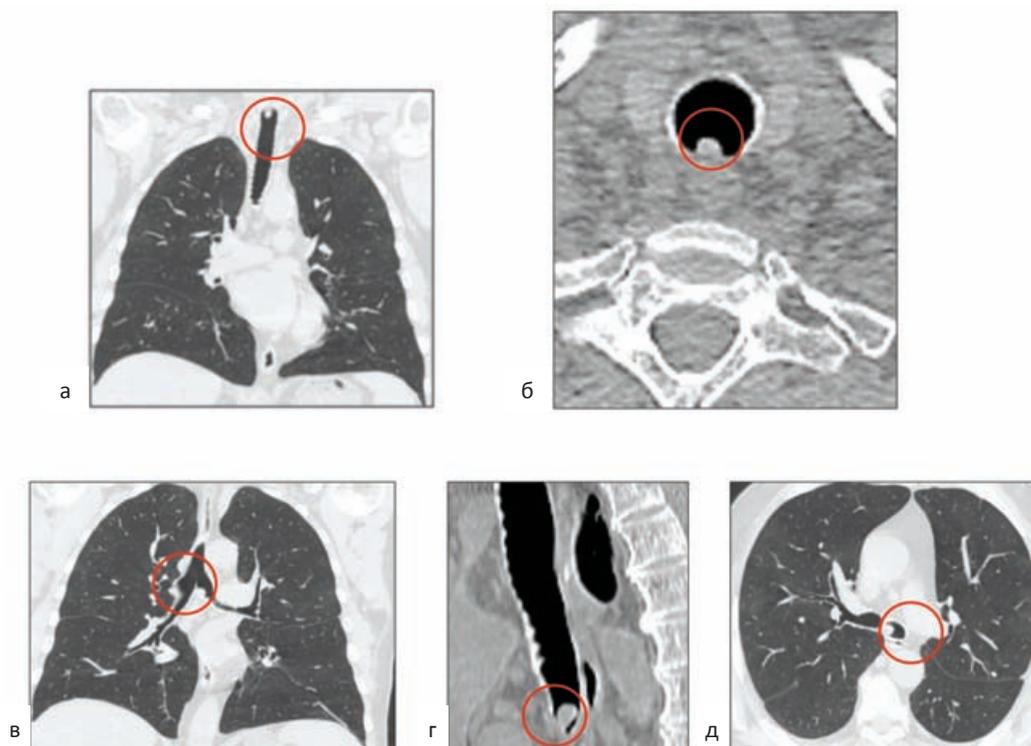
КТ органов грудной клетки. а, б — экзофитное образование 6×7 мм по задней стенке шейного отдела трахеи; в, г, д — экзофитное образование 16×16 мм по медиальной стенке устья левого главного бронха
